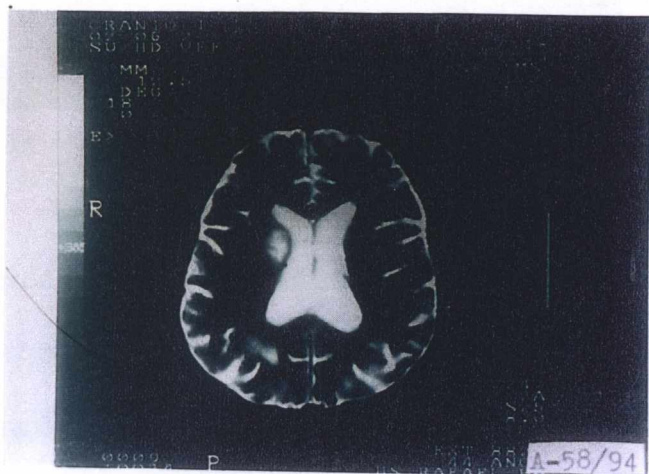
Tomografia computadorizada apresentando uma tumoração periventricular no caso de linfoma primário do SNC.
